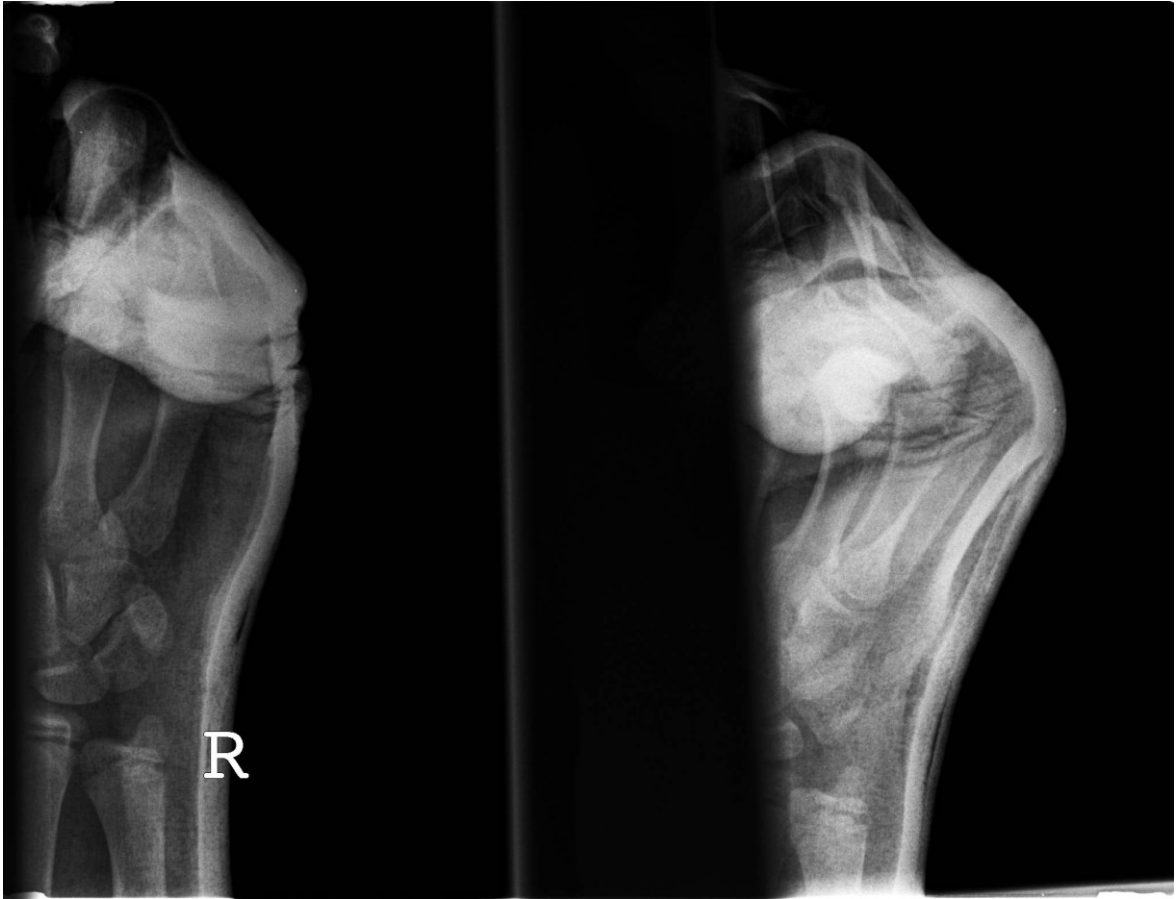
Beispielbild für nichtverwertbares Röntgen
